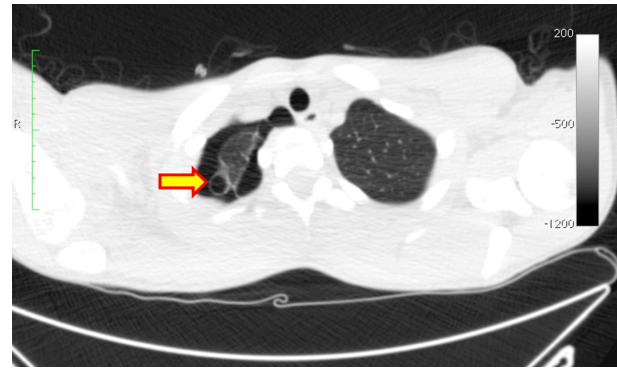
TC torácica donde se observa bulla subpleural (flecha).
